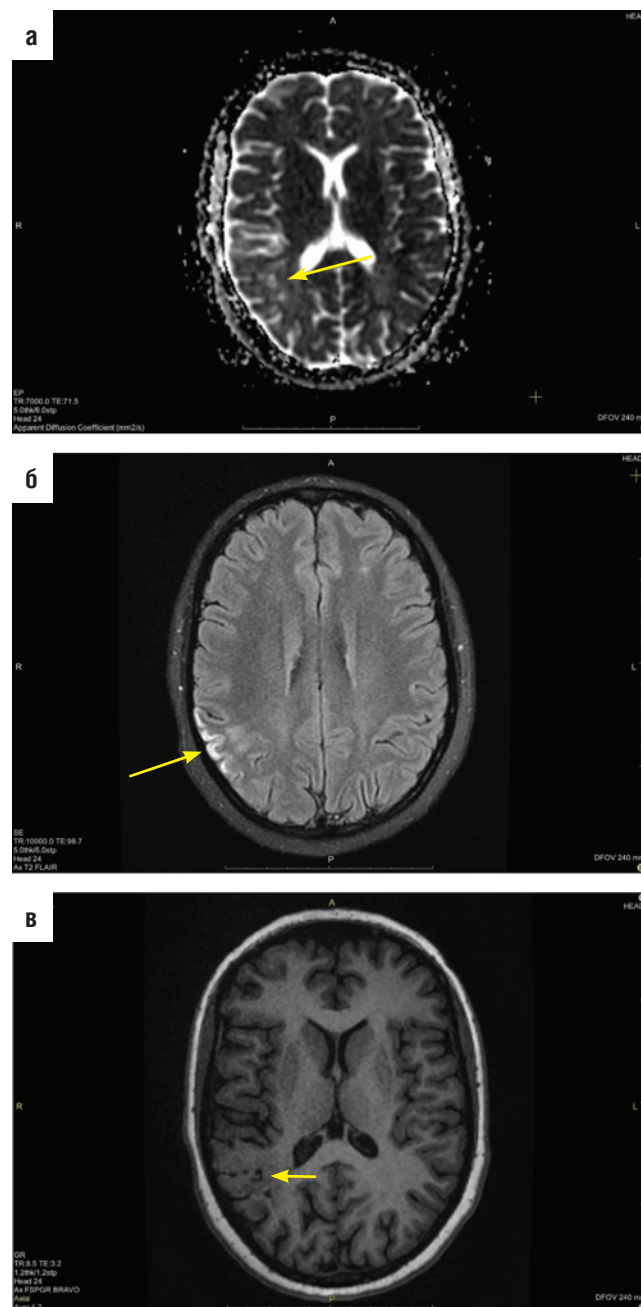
Ишемические изменения в веществе теменно-височно-затылочной зоны и островковой доли правой гемисферы у пациентки Х. в декабре 2018 г. Магнитно-резонансная томография головного мозга в режимах Apparent Diffusion Coefficient (а), T2 FLAIR (б) и FSPRG BRAVO (в)
